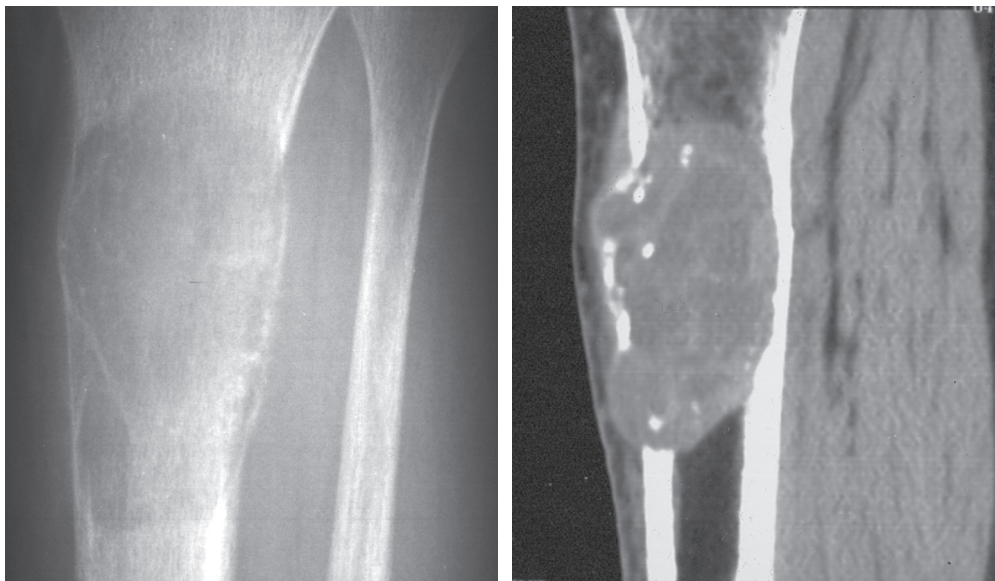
Tumeur brune correspondant à la prolifération d'ostéoclastes. Aspects radiographique et scannographique.
